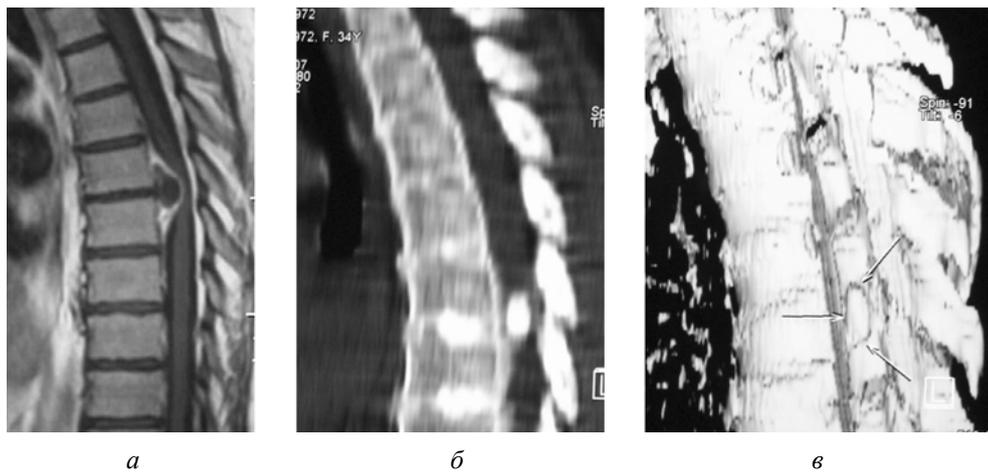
Массивная кальцифицированная медиальная межпозвонковая грыжа диска на уровне Т5/6, сагиттальная проекция: а — Т1 ВИ МРТ; б — КТ; в — КТ грудного отдела позвоночника в режиме 3D реконструкции
